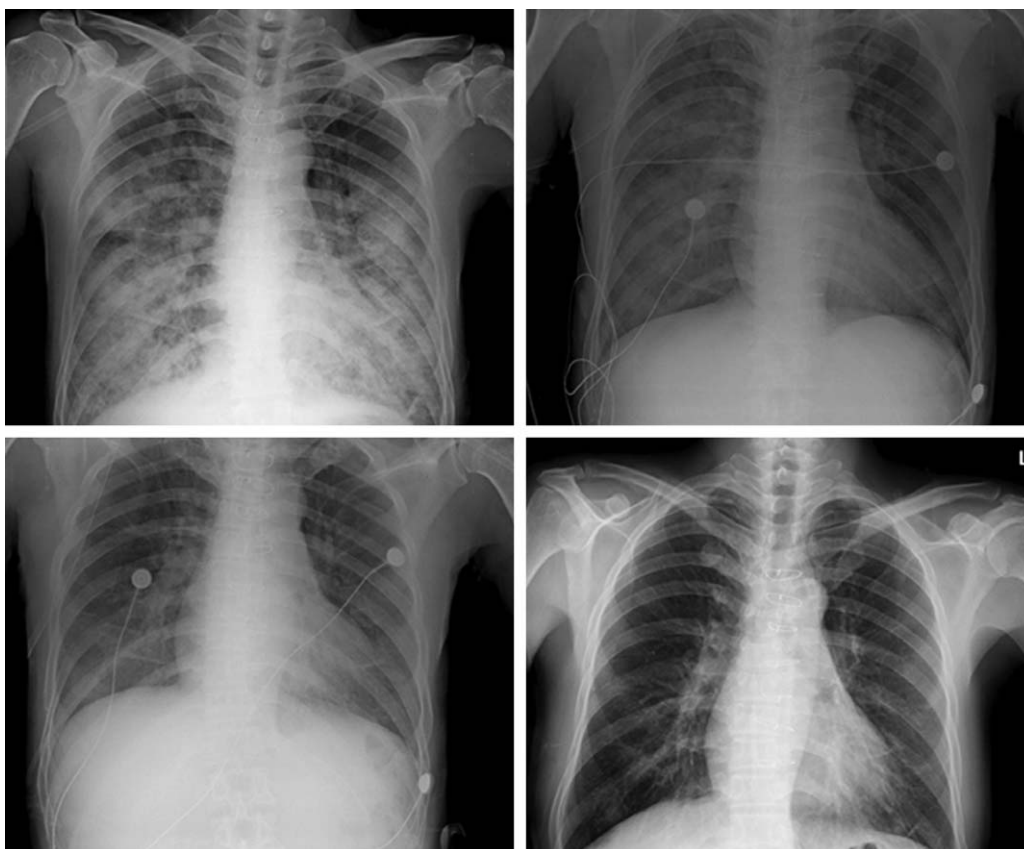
Chest Radiograph during hospital stay. Chest radiograph showed diffuse patch infiltration in both lung field on admission day (left upper). After 3 days (right upper), the infiltration of left lung was diminished, and there was marked improvement of both lung lesion on 6 days (left lower) and 9 days (right lower) from initial treatment.
